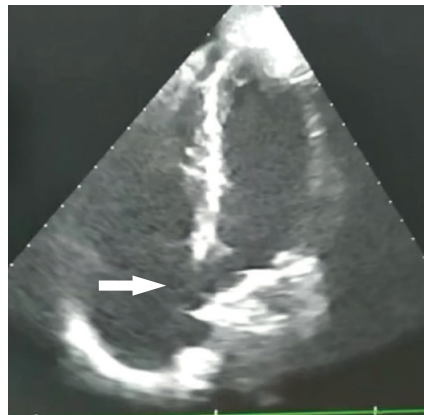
Чреспищеводная эхокардиография, четырехкамерная позиция. Белой стрелкой обозначено левожелудочково-правопредсердное сообщение
